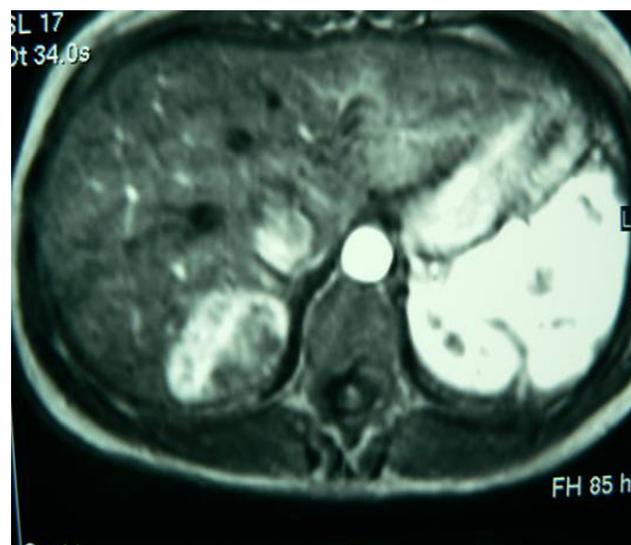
Resonancia magnética: en T2, corte axial, masa en segmento VII que se comporta de forma hiperintensa.
